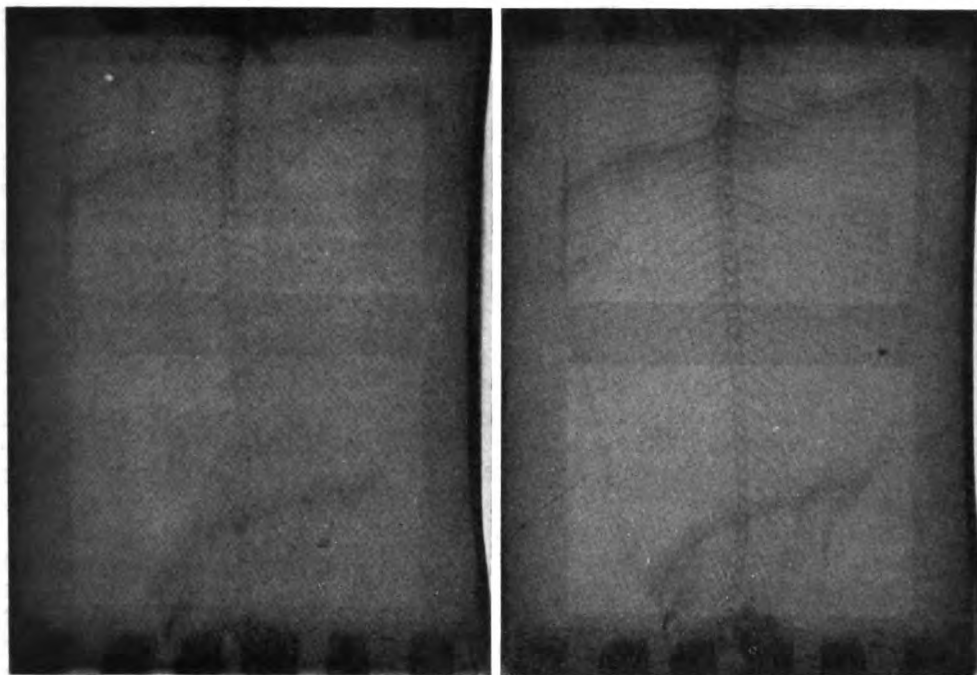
Radiographie d'une petite arête de sole au travers d'une épaisseur de 5 centimètres d'eau.
